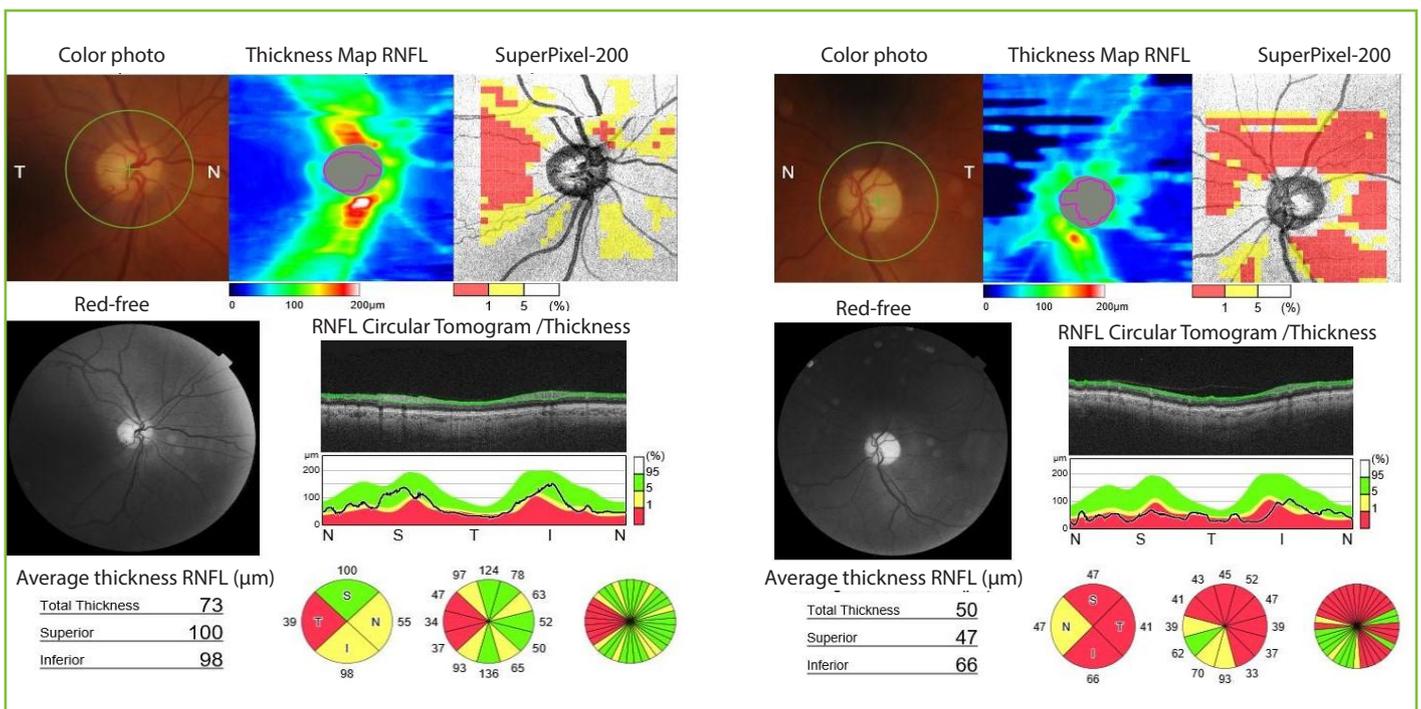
Tomografía de coherencia óptica de capa de fibras nerviosas de la retina de ambos ojos, donde se observa la evolución hacia la atrofia, mayor en el ojo izquierdo.
